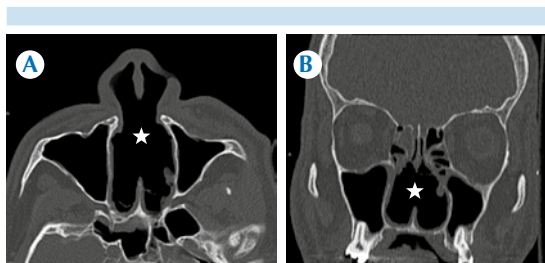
Paciente con antecedentes de uso de cocaína y perforación septal. Tomografía de alta resolución, con ventana ósea. A) Proyección axial: perforación septal (estrella) que abarca las áreas III y IV de Cottle. No se observan granulomas septales. B) Proyección coronal: perforación septal (estrella) en tercio medio del área IV de Cottle, sin evidencia de cornetes medios e inferiores.
